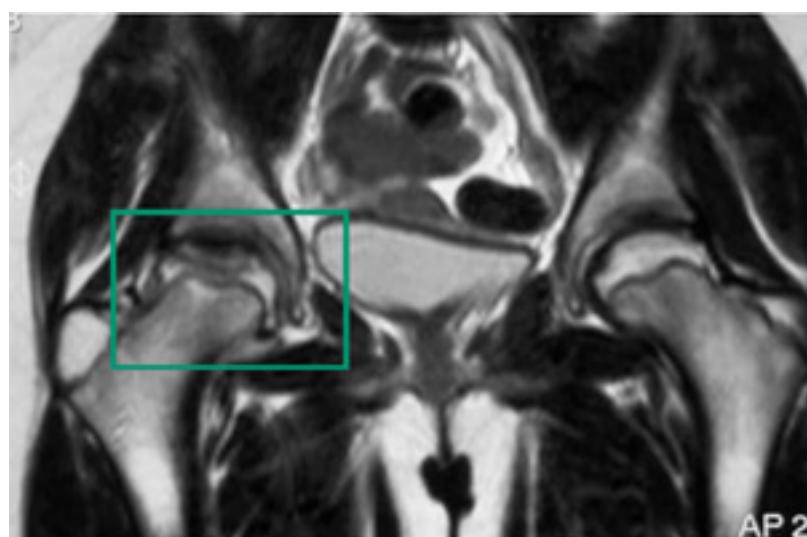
Ressonância nuclear magnética (RNM) da doença de Legg-Calvé-Perthes
